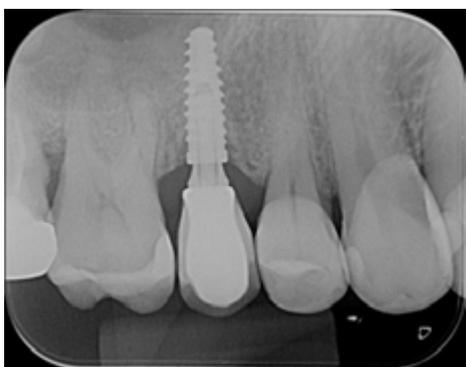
Radiografia periapical após finalização do componente protético com aproximadamente 1 ano e 6 meses após a instalação do implante.
